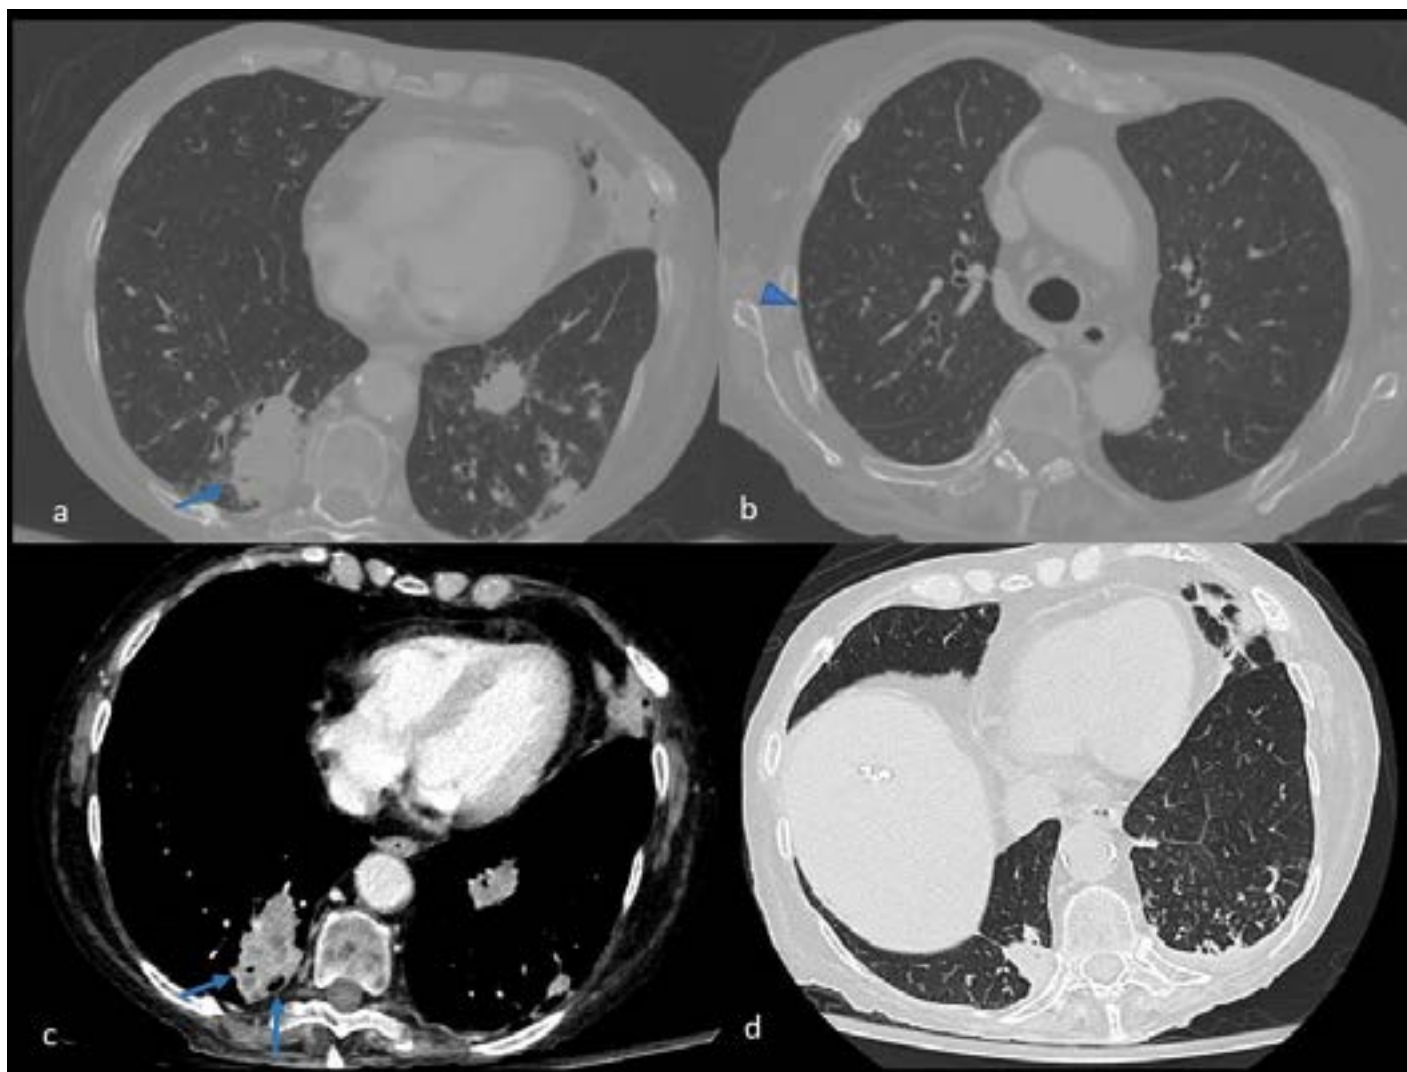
A,B,C) TC torácico al diagnóstico: se objetivan condensaciones bilaterales de morfología nodular con áreas de hipodensidad central y alguna burbuja aérea (flechas), reflejando zonas de necrosis. También se evidencia patrón en árbol en brotes (punta de flecha), sugestivo de diseminación broncogena, así como bronquiectasias cilíndricas. Los hallazgos son compatibles con afectación por Nocardia. D) TC torácico a las 4 semanas de tratamiento: se observa desaparición de los nódulos de menor tamaño y disminución de los de mayor tamaño, que traducen una buena evolución radiológica.
